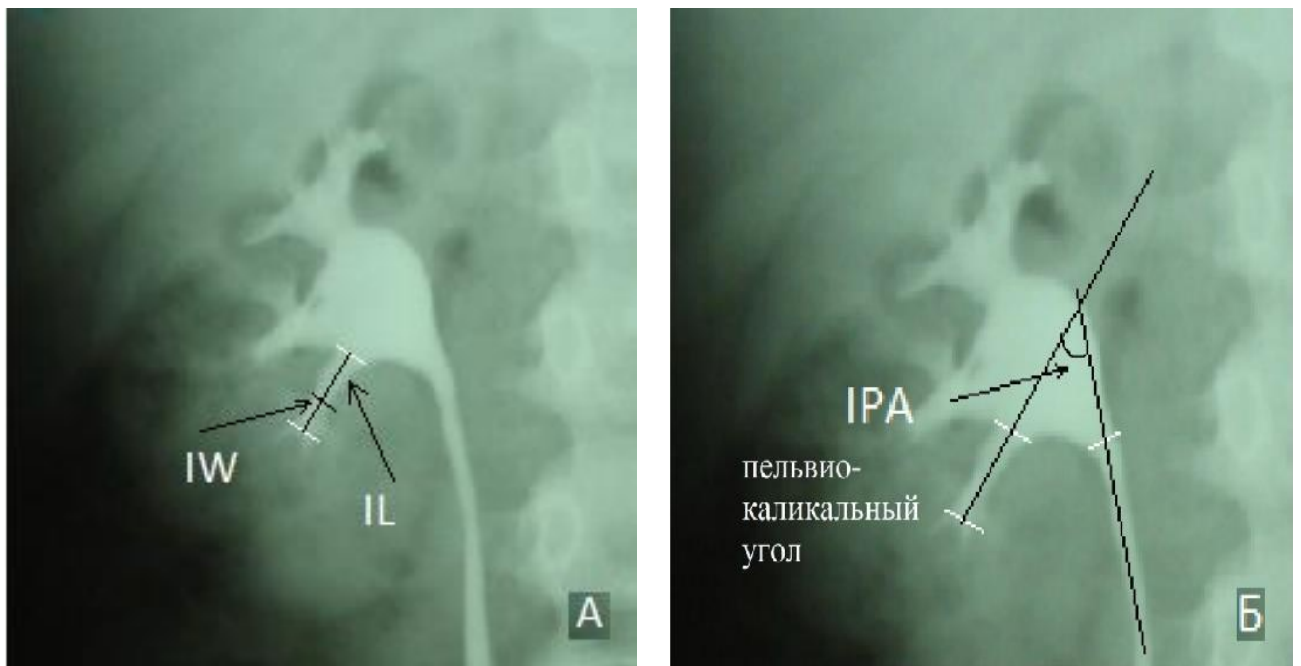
(А) - Рентгенограмма. Длина (IL) и ширина (IW) нижней чашечки указаны стрелками. 8 (Б) Пельвио-каликальный угол (IPA) указан стрелкой чашечек
